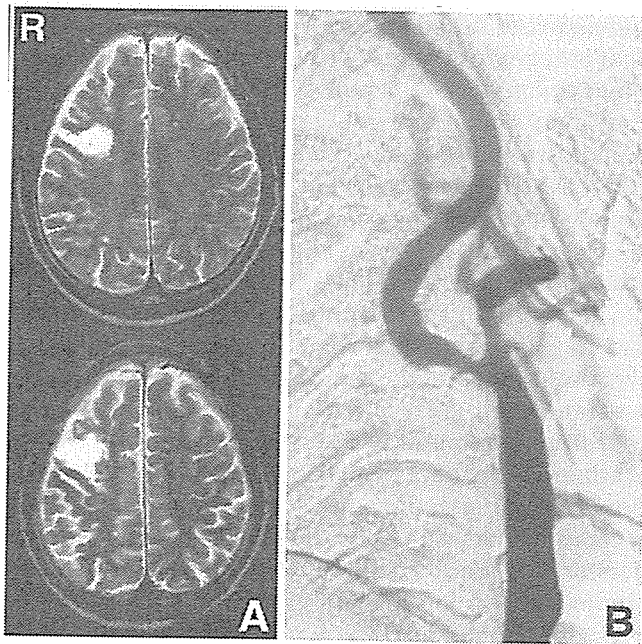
A: Preoperative T₂-weighted magnetic resonance images showing a small hyperintense area in the right precentral gyrus. B: Right common carotid angiogram showing a stenosis of 66% by the North American Symptomatic Carotid Endarterectomy Trial method.
